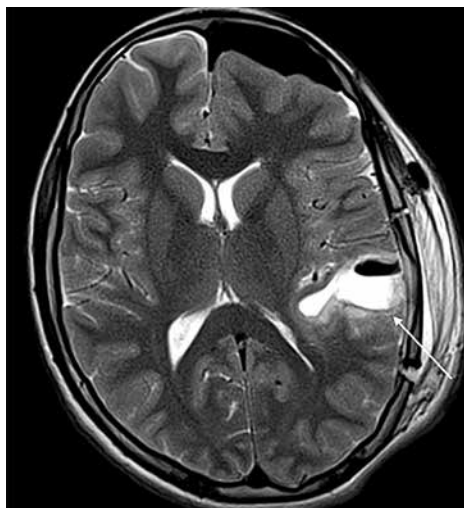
Postoperative magnetic resonance imaging T2 mode (axial plane): in the left temporal lobe there is a resection cavity surrounded by a zone of edema (indicated by an arrow). Complete resection of the tumor is confirmed
